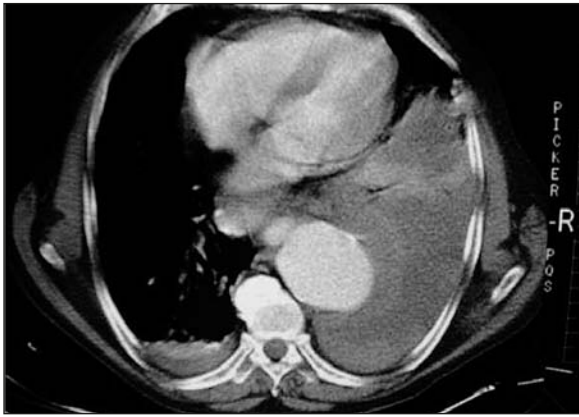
Tomografía computarizada de tórax: imagen sugestiva de aneurisma de aorta torácica.
